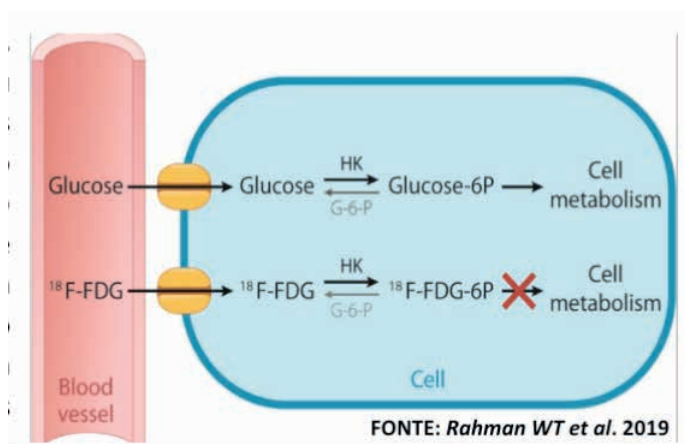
Metabolismo do $^{18}\text{F-FDG}$
